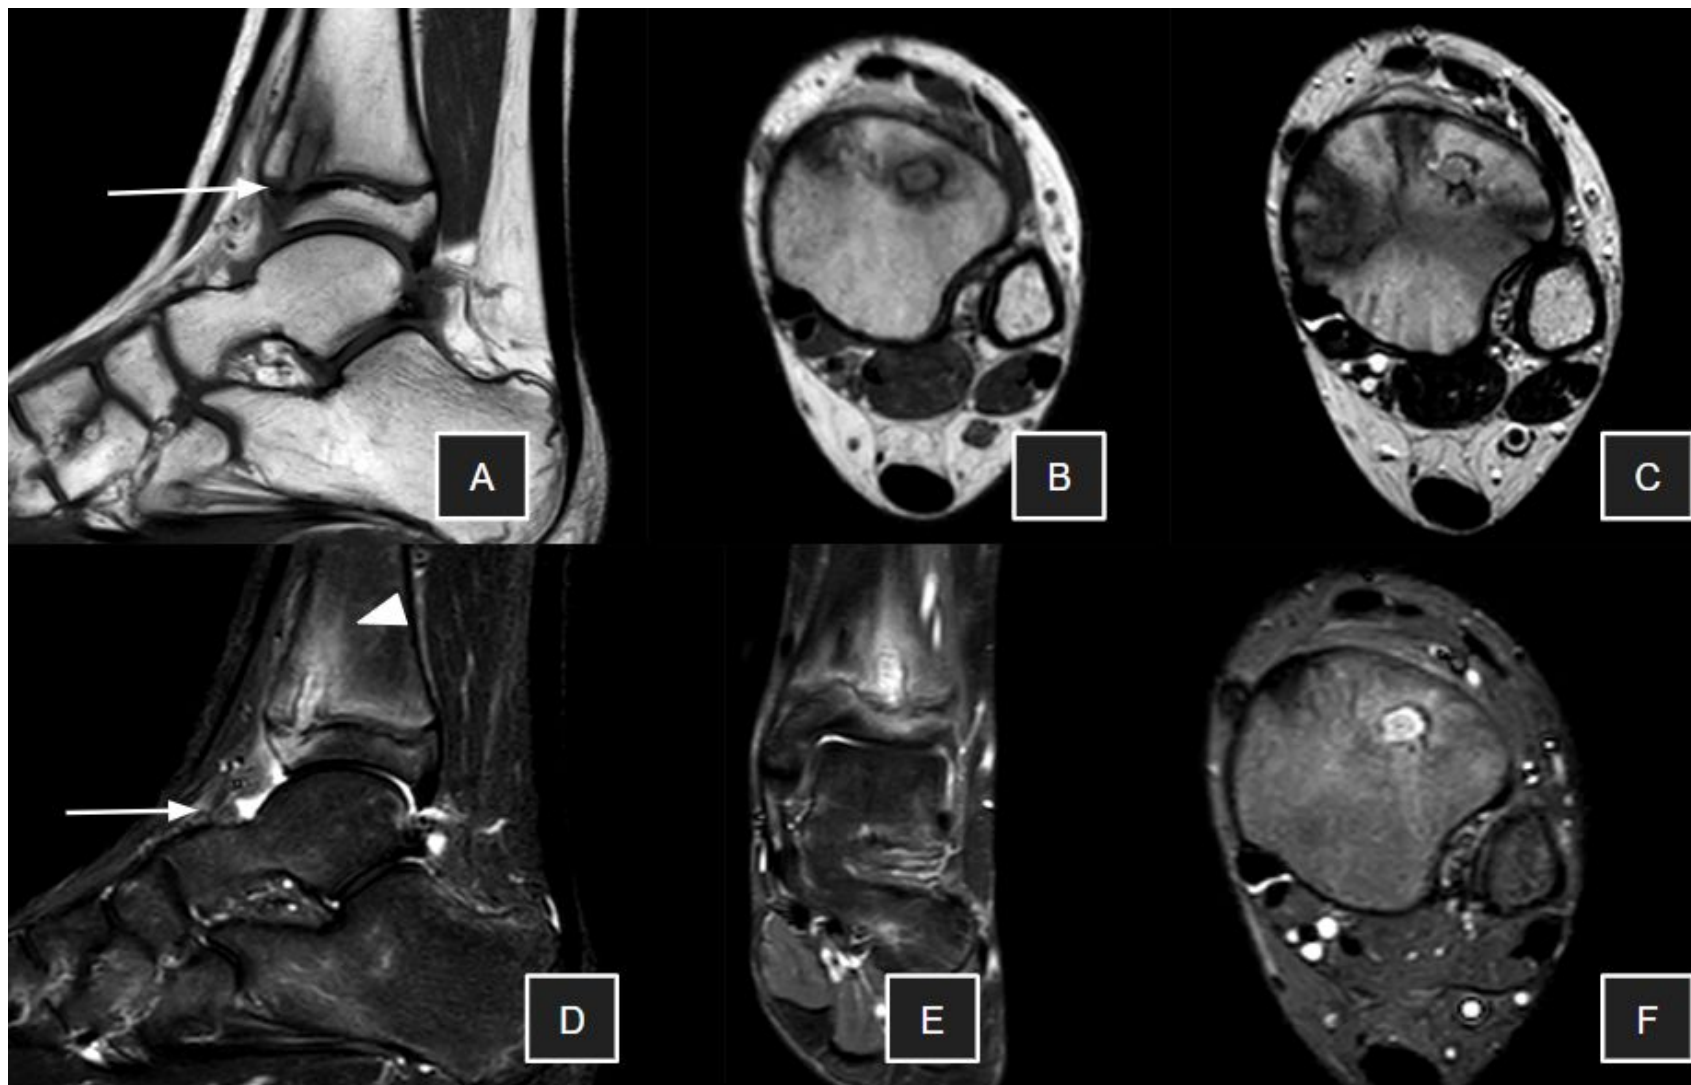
Varón de 14 años con cojera izquierda de 8 meses de evolución tras esguince de tobillo, con múltiples consultas y sin mejoría pese a tratamiento rehabilitador. La RM muestra absceso de Brodie en el contexto de osteomielitis tibial izquierda crónica. Lesión osteolítica en tibia distal, de morfología tubular, que afecta epífisis-fisis-metáfisis y comunica con la cavidad articular tibiotalar anterior (flecha en A). Se asocia leve edema de médula ósea en tibia distal (cabeza de flecha en D) y pequeño derrame articular tibiotalar (flecha en D). A: T1-FSE sagital; B: T1-FSE axial; C: T2-FSE axial; D: STIR sagital; E: STIR coronal; F: STIR axial.
